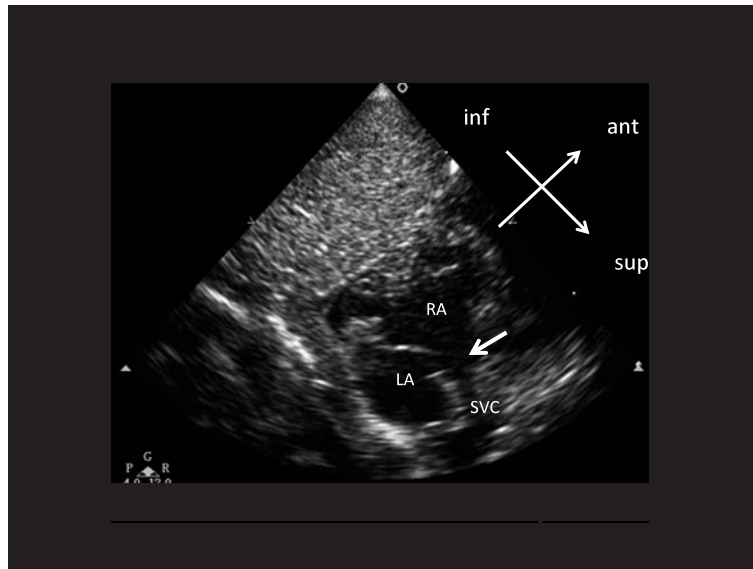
Neonatal echocardiography
